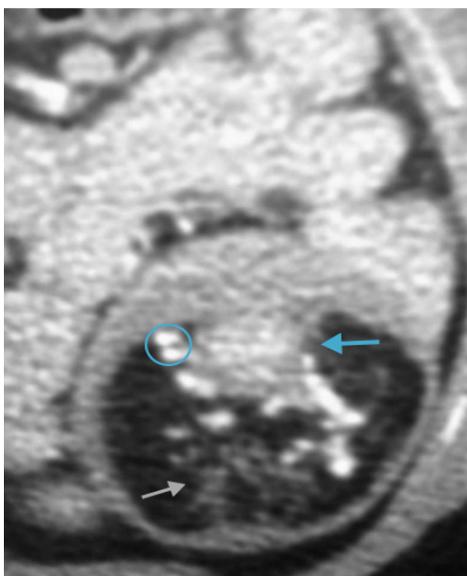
TC contrastada de Abdomen.
